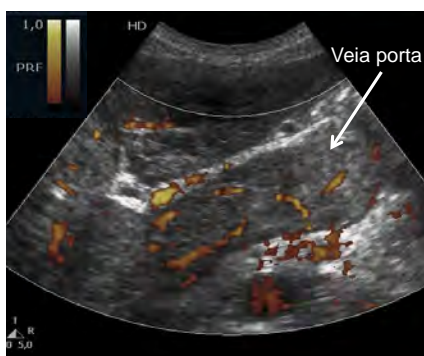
Trombose maligna, com aumento de calibre da veia porta e vascularização visível na avaliação Power Doppler.
